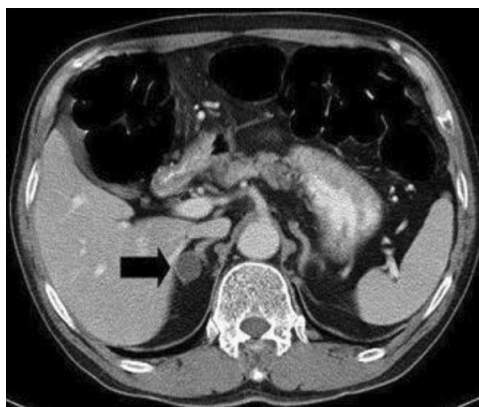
Abdominal CT showing about 1.8 cm sized well enhancing mass was noted in the right adrenal gland(black arrow).
